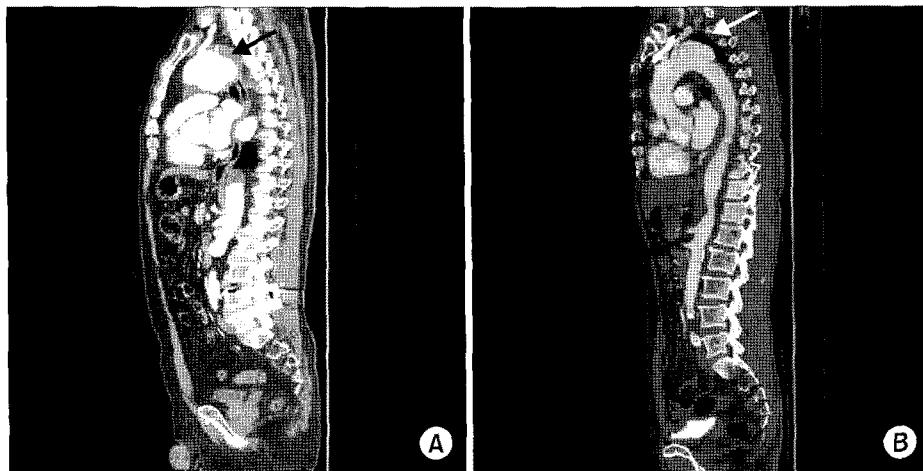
Preoperative 3D thoracic aorta CT shows thrombosed aortic aneurysm in aortic arch (A, black arrow) and focal aortic dissection in isthmic portion combined distal aortic arch aneurysm (B, white arrow).
